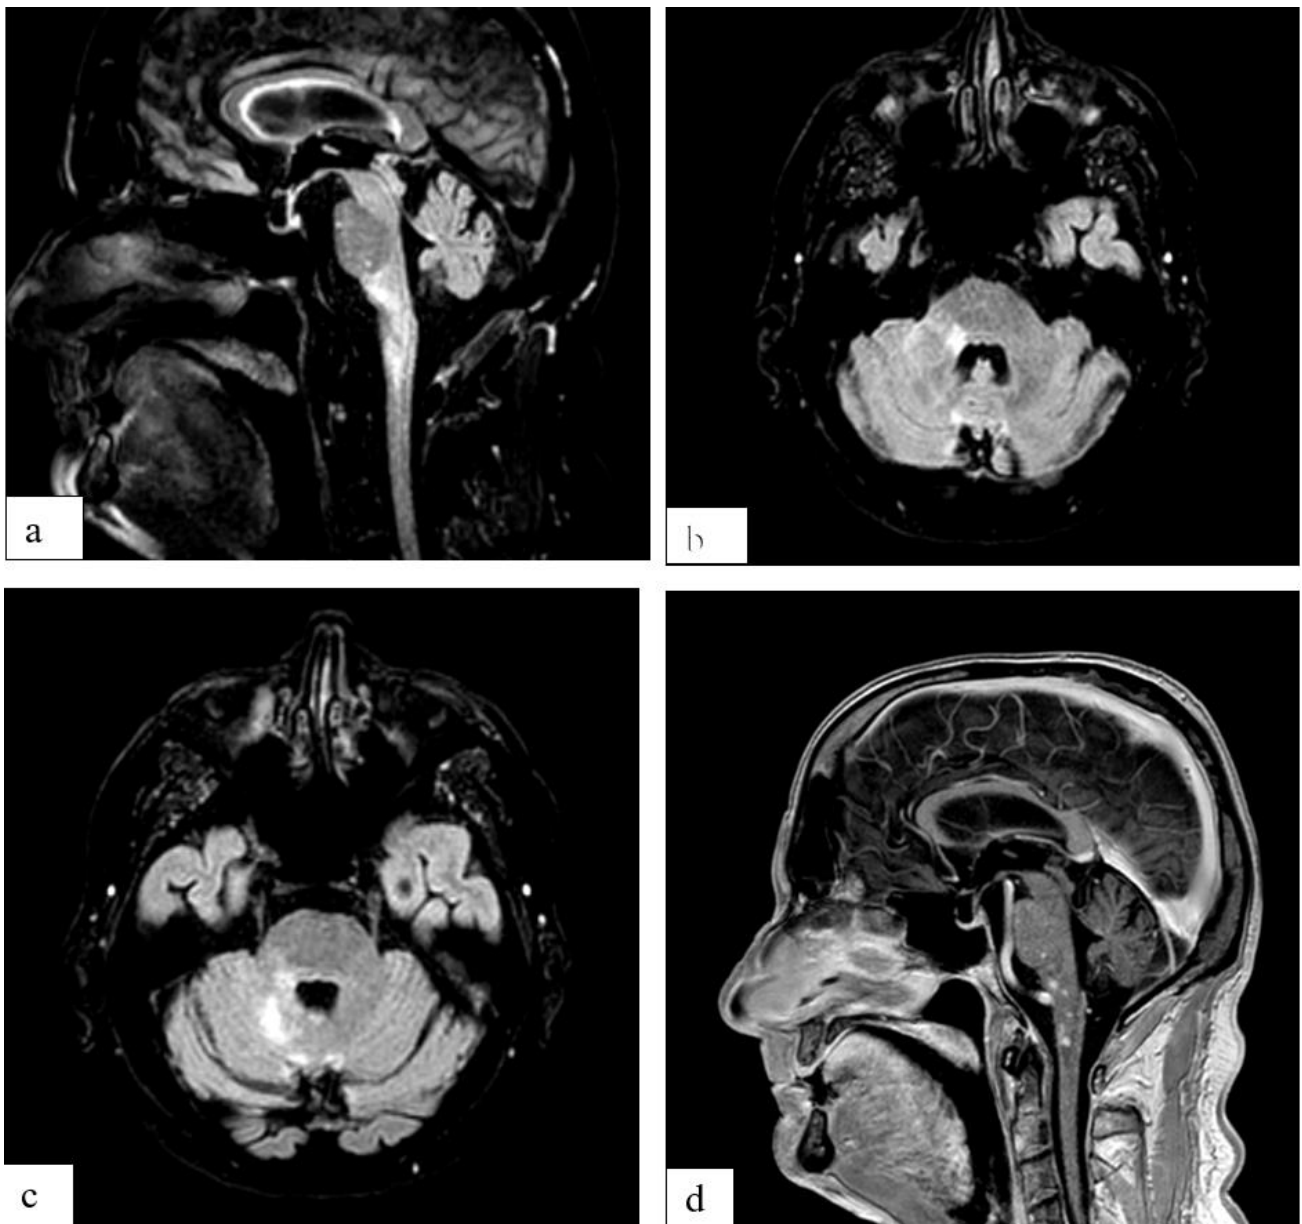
Hypersignal FLAIR intéressant le bulbe rachidien (a), le pédoncule cérébelleux moyen droit (b) et l'hémisphère cérébelleux droit (c). Prise de contraste nodulaire du bulbe et du cordon médullaire en regard de C1 après injection de produit de gadolinium.
